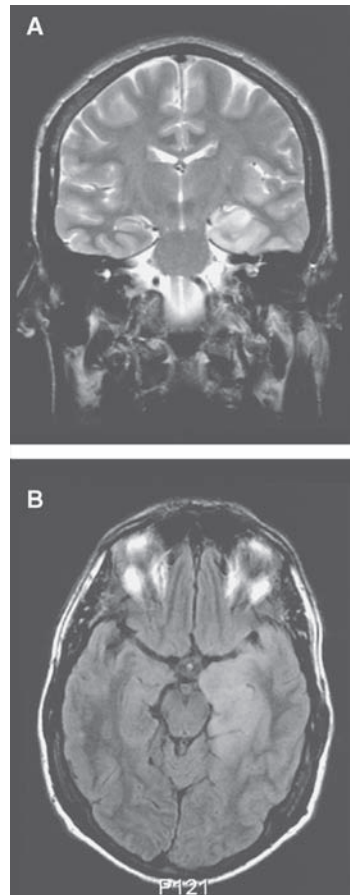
A. Corte coronario de un área de hiperintensidad en el lóbulo temporal medial en imagen de resonancia magnética pesada T2. B. Una vista horizontal reveló el efecto masivo de la inflamación temporal medial. (Reproducida con autorización de Mendez, M.F., y Cummings, J.L. (2003). *Dementia: A Clinical Approach*, 3 ed. New York: Butterworth-Heinemann, p. 206.)
